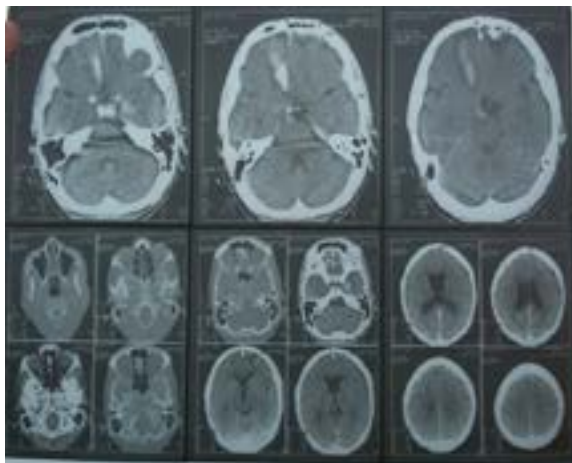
МСКТ изображение больного К., 61 л. при госпитализации.
